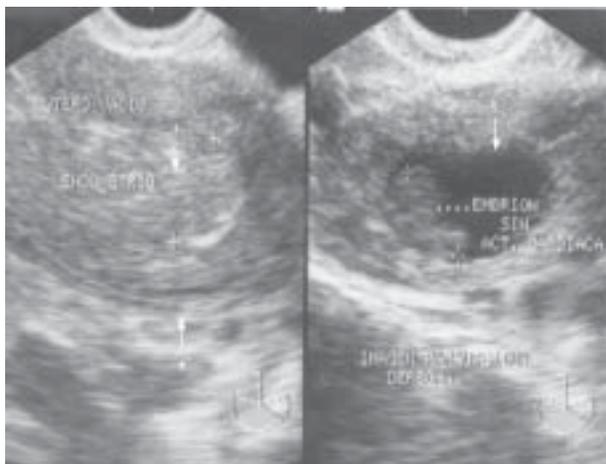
Imagen ultrasonográfica transvaginal de embarazo ectópico tubárico no roto con embrión sin latido cardíaco visibles. Las flechas: 1: Vesícula embrionaria. 2: Elemento embrionario. 3: Cuerpo uterino. 4: Cavidad endometrial vacía con gran reacción decidual.
